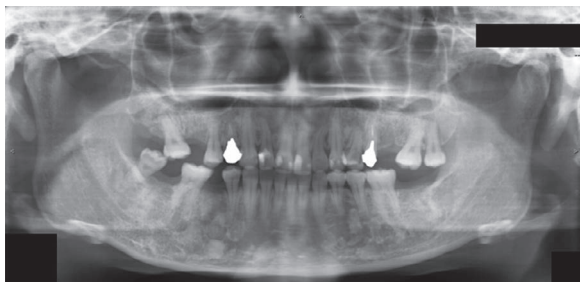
パノラマX線検査(2019.08.29, 初診時)
